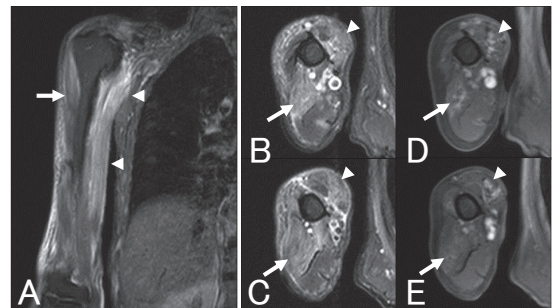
Magnetic resonance imaging of the right upper arm
